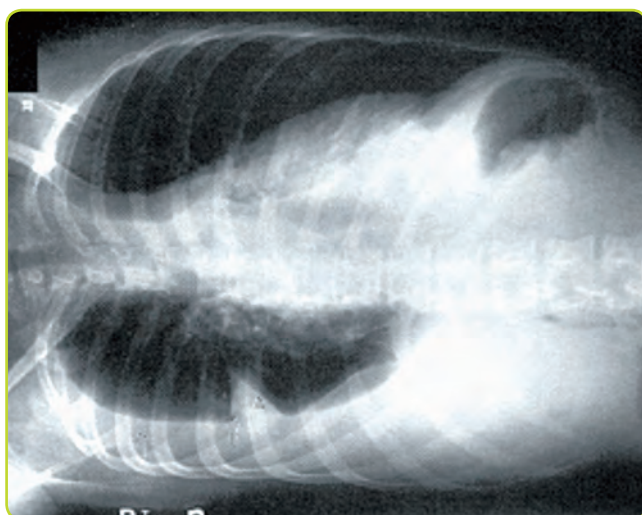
Radiografía en decúbito lateral que evidencia derrame.
